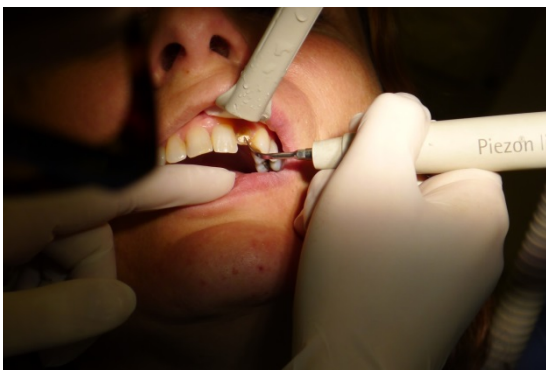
Remoção dos restos de IRM com destartarizador
